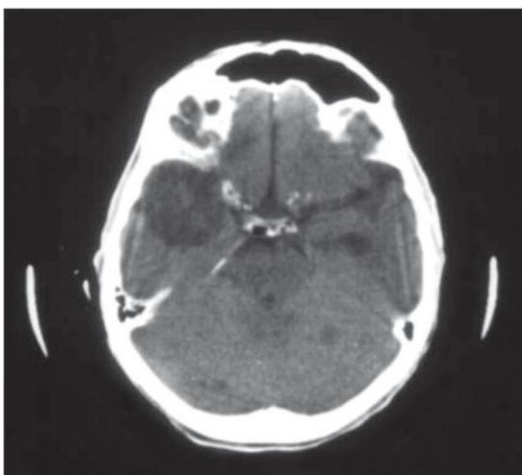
Axial CT scan of the brain showing cryptococcoma in the right temporal lobe and multiple nodules throughout the brain parenchyma. Reproduced with permission.⁽³⁷⁾
